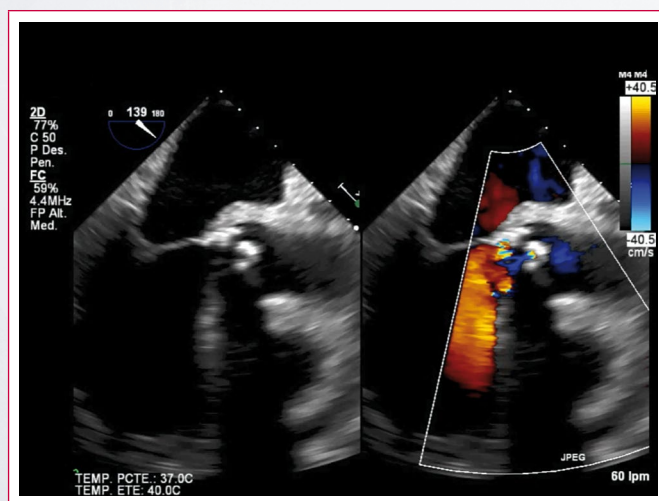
Ecocardiografía transefágica Doppler color, X plane. Imagen de grandes vasos modificada a la izquierda y TSVI a la derecha. Además de la fístula aortocavitaria parece que la unión mitroaórtica está engrosada
